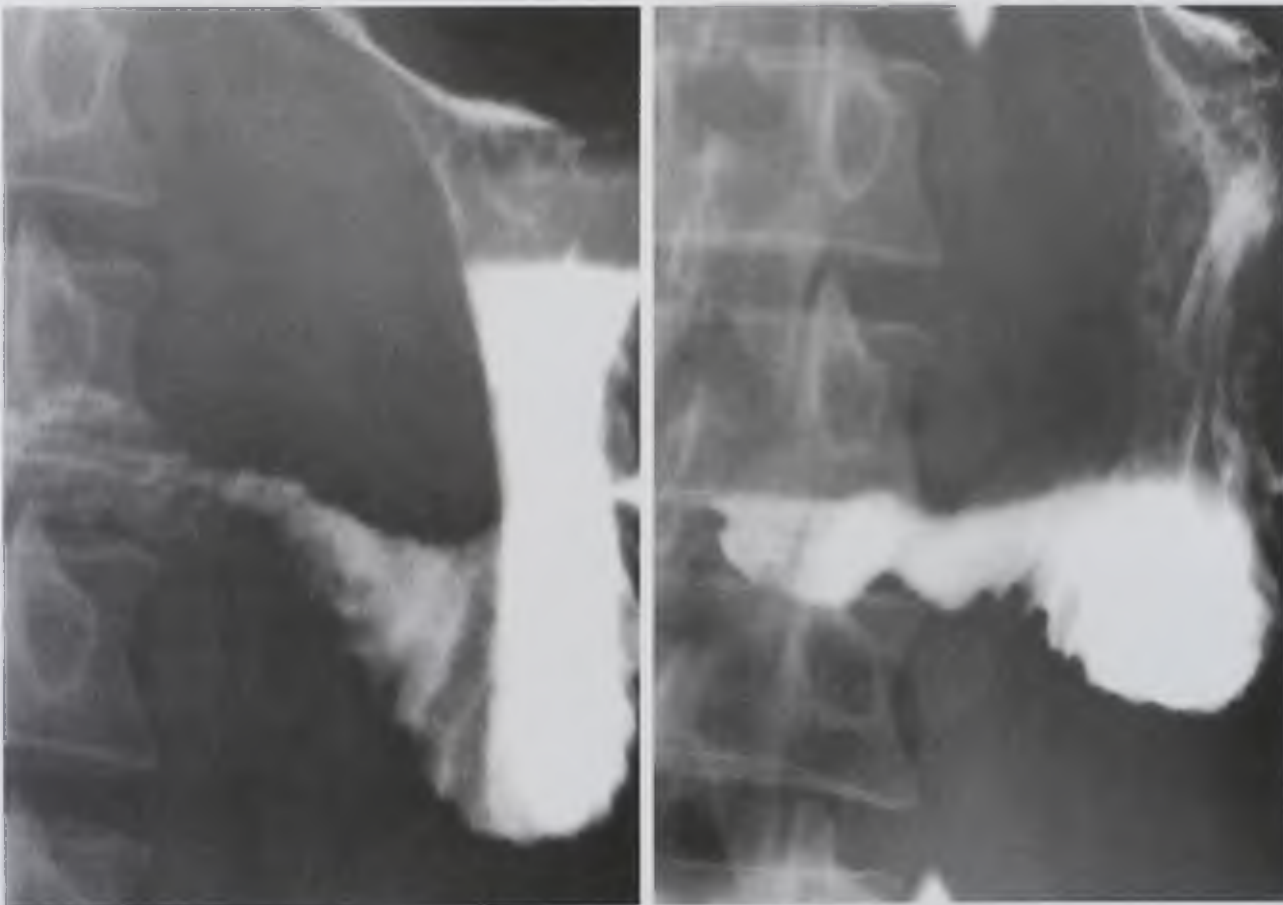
Рентгенограммы желудка. Антральный ригидный «склерозирующий» гастрит
